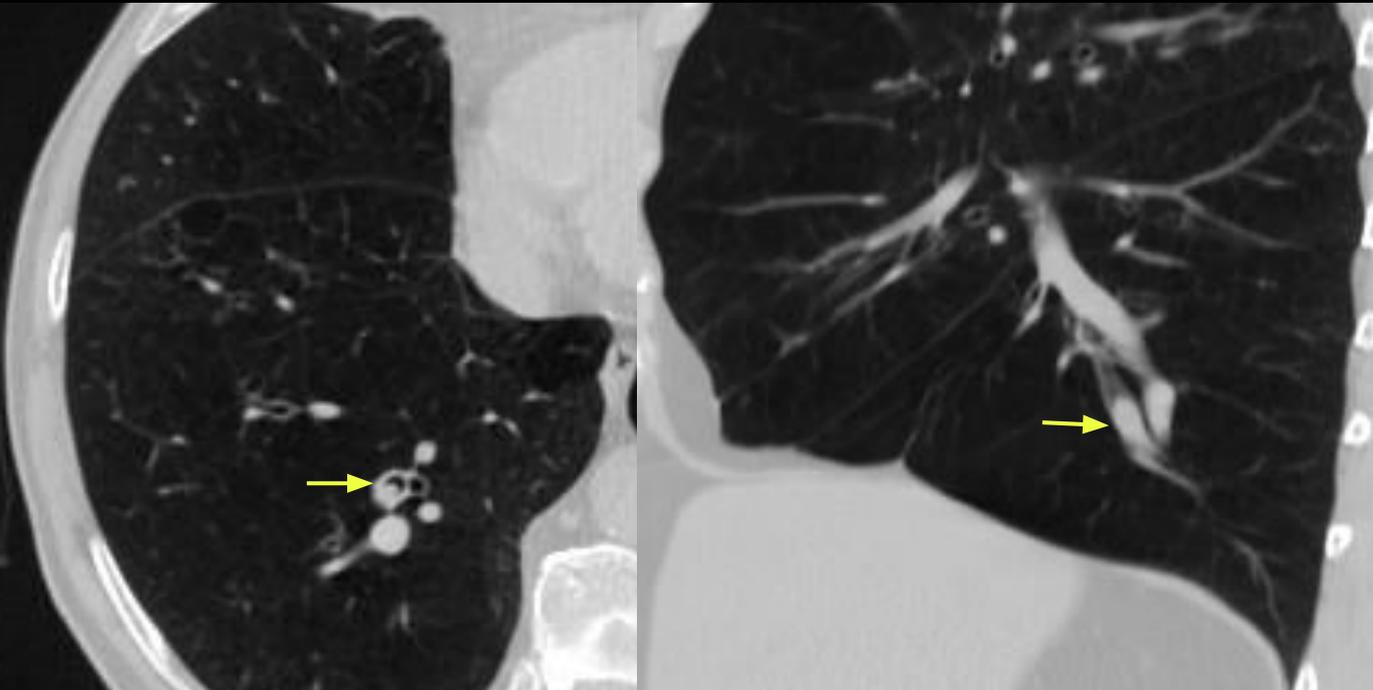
TC axial y reconstrucción sagital, muestra M1 endobronquial (flecha amarilla), visualizando además atelectasia subsegmentaria distal en paciente que presenta antecedente de neoplasia de Carcinoma de Células Renales.
